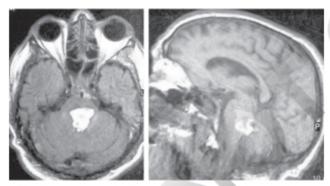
RM. Una hemorragia de tronco es causa de coma por lesión directa del sistema reticular activador ascendente.
